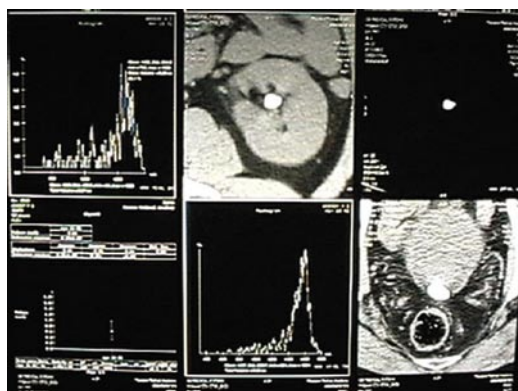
Спиральная компьютерная томограмма с денситометрией. Камень почки и мочевого пузыря
